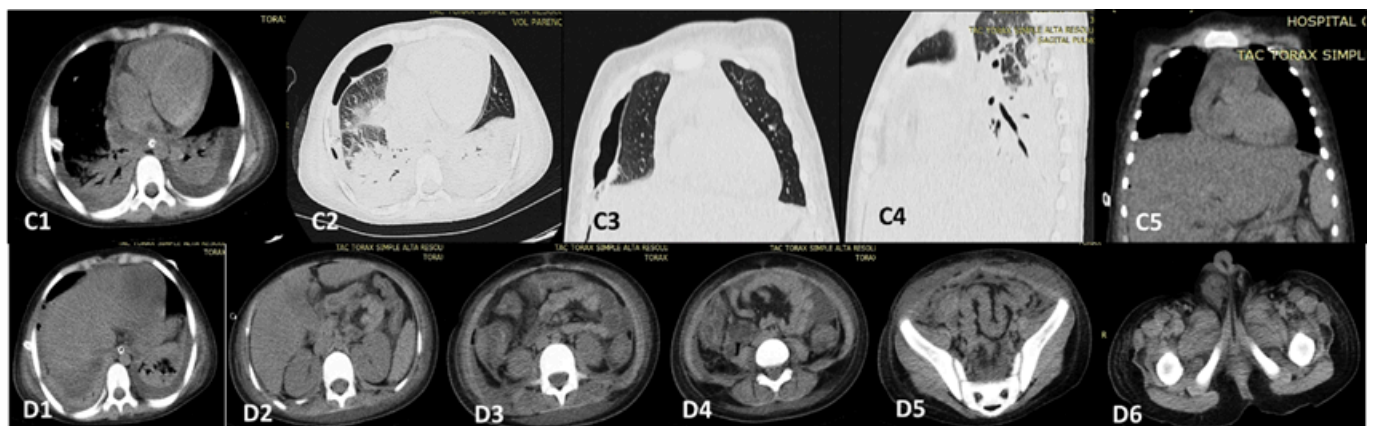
C1-C5 TAC simple de tórax. D1-D6 TAC simple de abdomen y pelvis.
